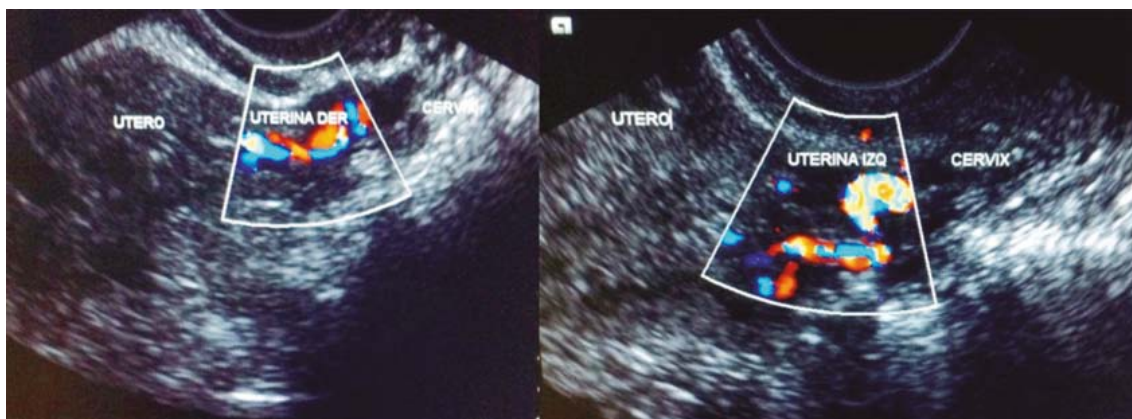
Ultrasonido Doppler tres meses después de la cirugía: muestra la circulación en ambas arterias uterinas.
